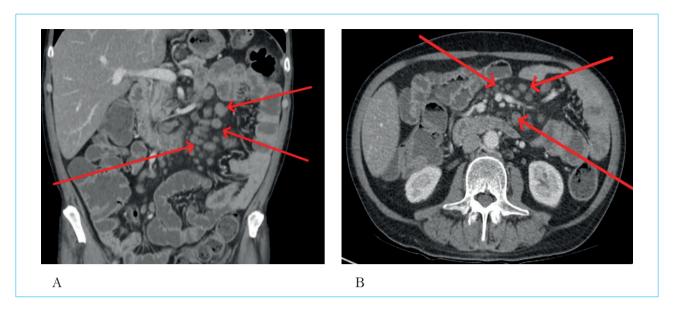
CT of the chest, abdomen and retroperitoneum: retroperitoneal (A) and mesenteric (B) lymphadenopathy (arrows)
